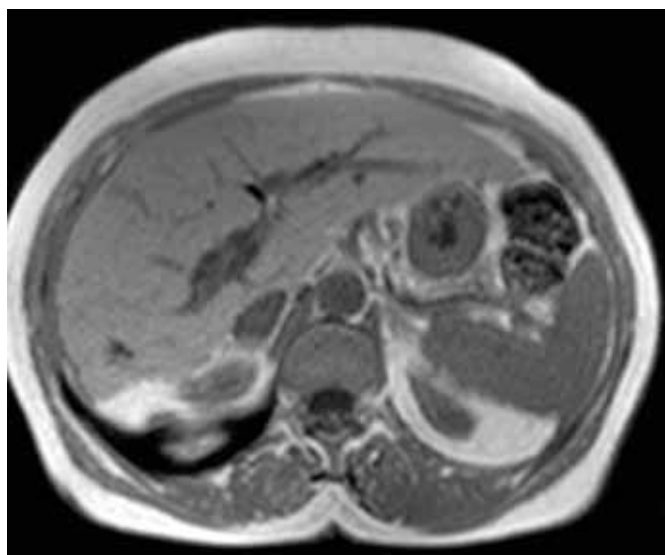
Imagem da RM-Abdominal de controle efectuada um ano após o diagnóstico de abscessos cerebrais, em corte transversal, não se detectando qualquer lesão hepática.
